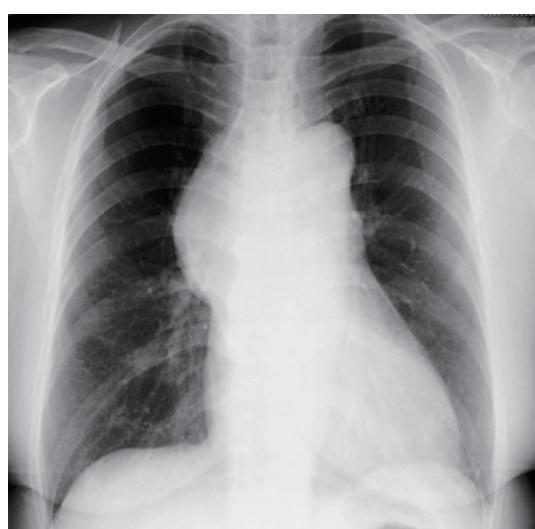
Chest radiography on the first visit demonstrated a mediastinal tumor.
